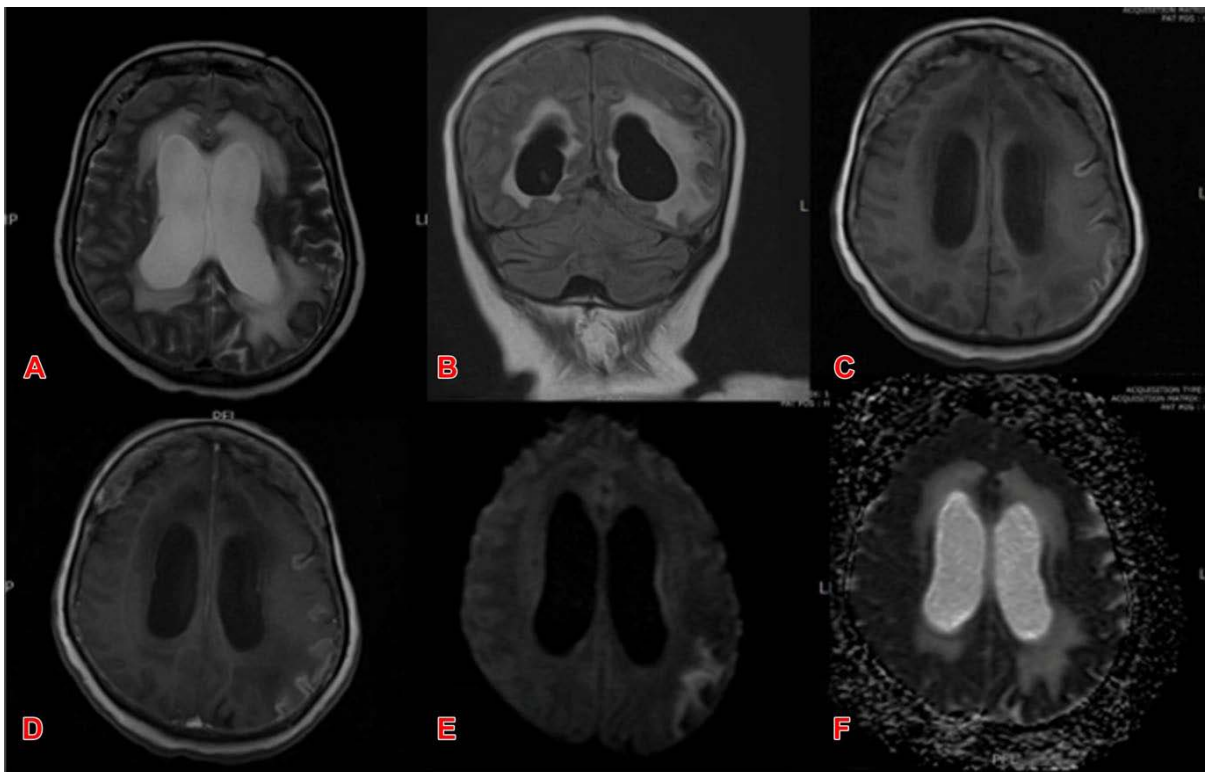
IRM cérébrale en coupe axiale en pondération T2 (A), coupe coronale FLAIR (B), coupe axiale en pondération T1 avant injection du PDC (C) et après injection (D), séquence diffusion DWI (E) et séquence ADC (E) objectivant des infarctus du lobe pariétal gauche, du thalamus droit et du vermis cérébelleux, des infarctus lacunaires multifocaux, un œdème cérébral diffus, une nécrose laminaire du lobe fronto-pariétal et occipital gauche et une hydrocéphalie communicante. (89)
